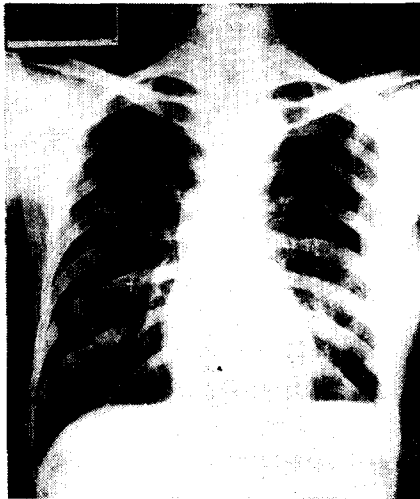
Postoperative chest X-ray film.
